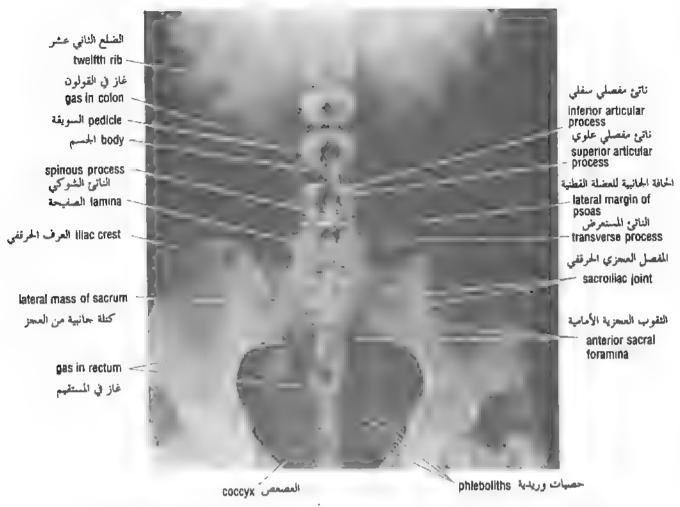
Anteroposterior radiograph of the lower thoracic, lumber, and sacral regions of the vertebral column.
